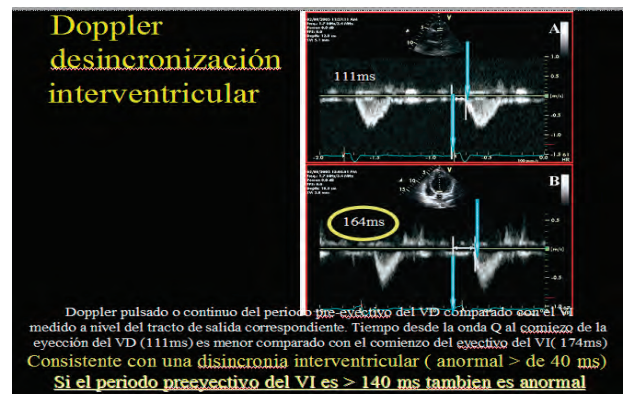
Con Doppler pulsado o continuo se miden las diferencias entre los períodos pre-eyectivo pulmonar y aórtico. Ver texto de la figura.
